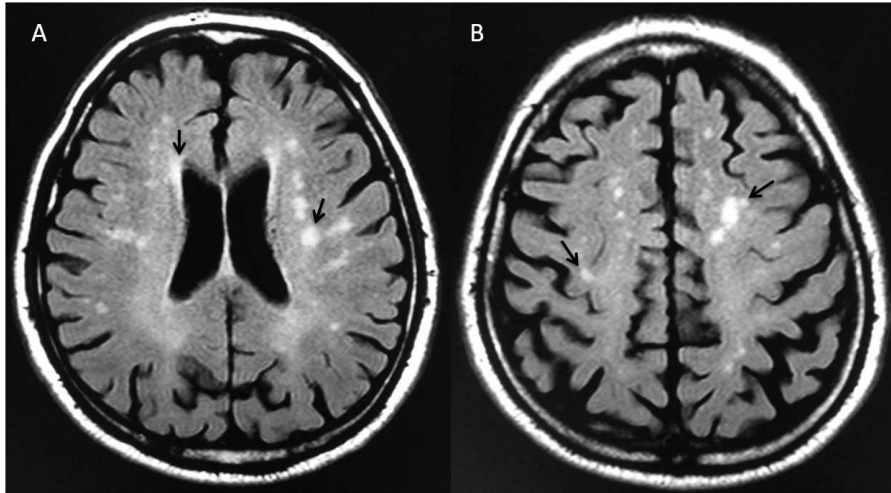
Leucoencefalopatía. Imágenes de RM FLAIR axial donde se observan lesiones focales hiperintensas de la sustancia blanca periventricular (Flechas en A) y corona radiada (Flechas en B) por leucoencefalopatía microangiopática, hipertensiva y/o aterosclerótica. Imagen archivo F.C.I
